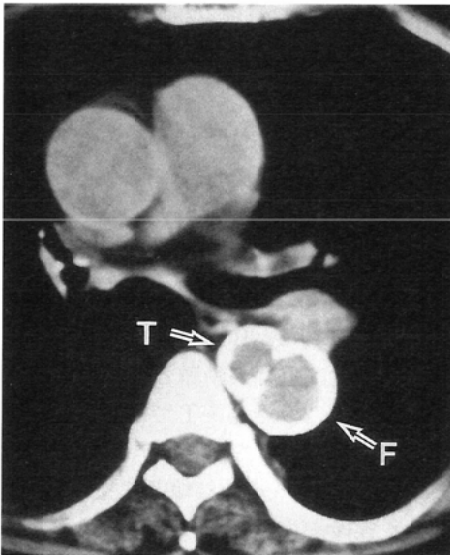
52-year-old male, DeBakey I dissection (case 9) Contrast enhanced CT shows the true channel (T) and the false channel (F) separated by the intimal flap. Definite calcification noted at the outermost aspect of the false channel (white arrows). This should be distinguished from a linear calcification present within thrombus of the false channel (small black arrows).
